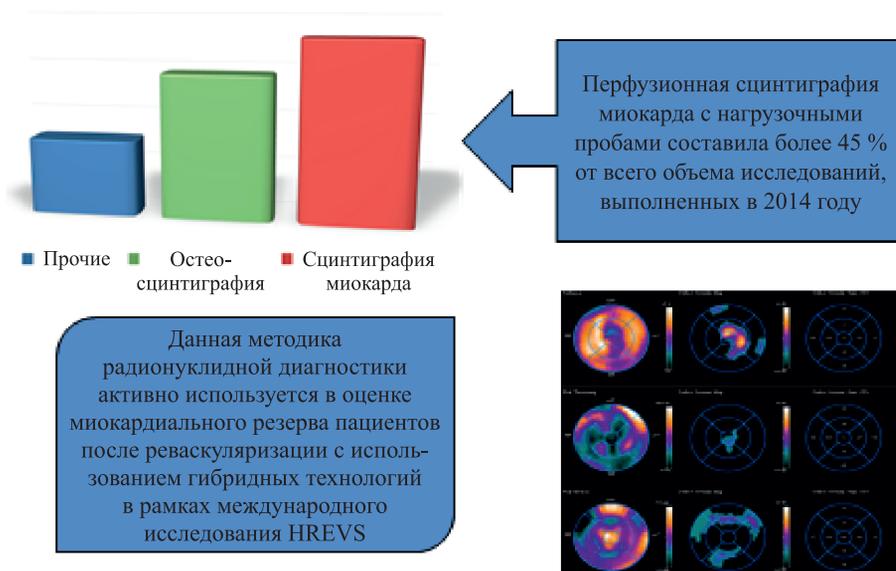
Сцинтиграфическая оценка миокардиального резерва
